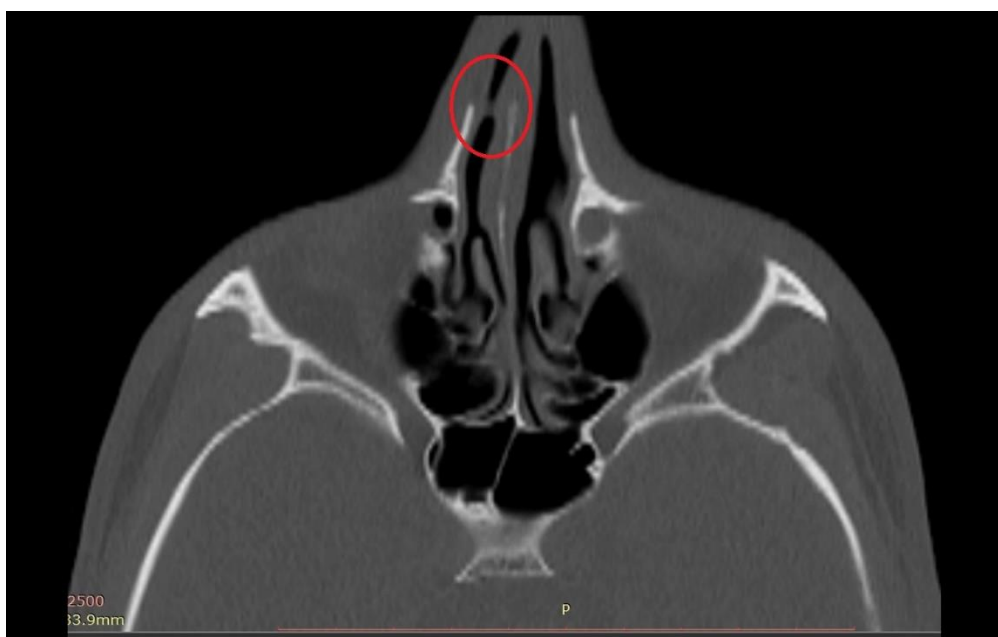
Компьютерная томография околоносовых пазух в аксиальной проекции. Между перегородкой носа и передним концом нижней носовой раковины визуализируется синехия
